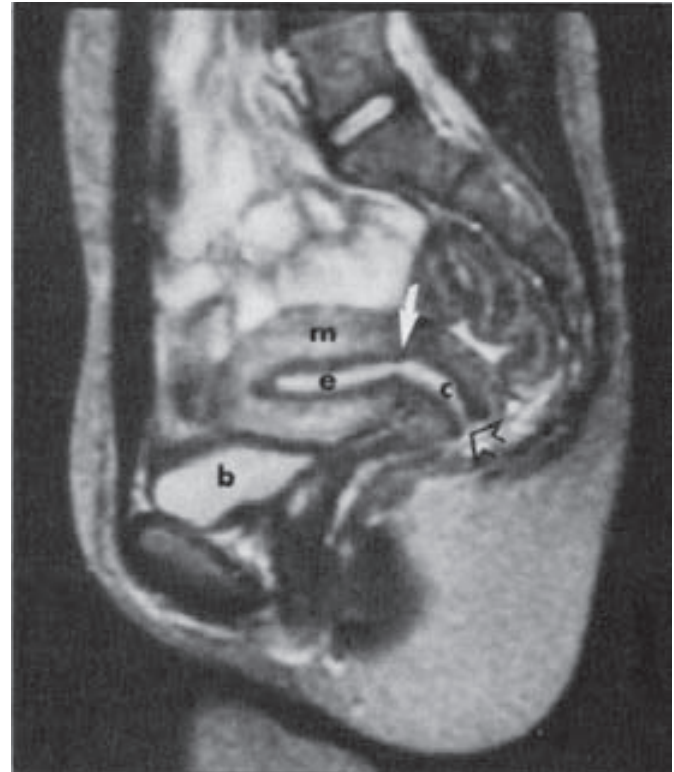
Resonancia magnética sagital ponderada en T2 de un útero sano (cuello y cuerpo uterinos). Se muestra la anatomía regional del útero, que consta de endometrio (e) y miometrio (m), separados por una zona de unión oscura con una señal poco intensa. El cuello uterino (c) se extiende desde el orificio interno (flecha blanca) hasta el orificio externo (flecha hueca) (b = vejiga). (Cortesía de la Dra. Diane Twickler.)
